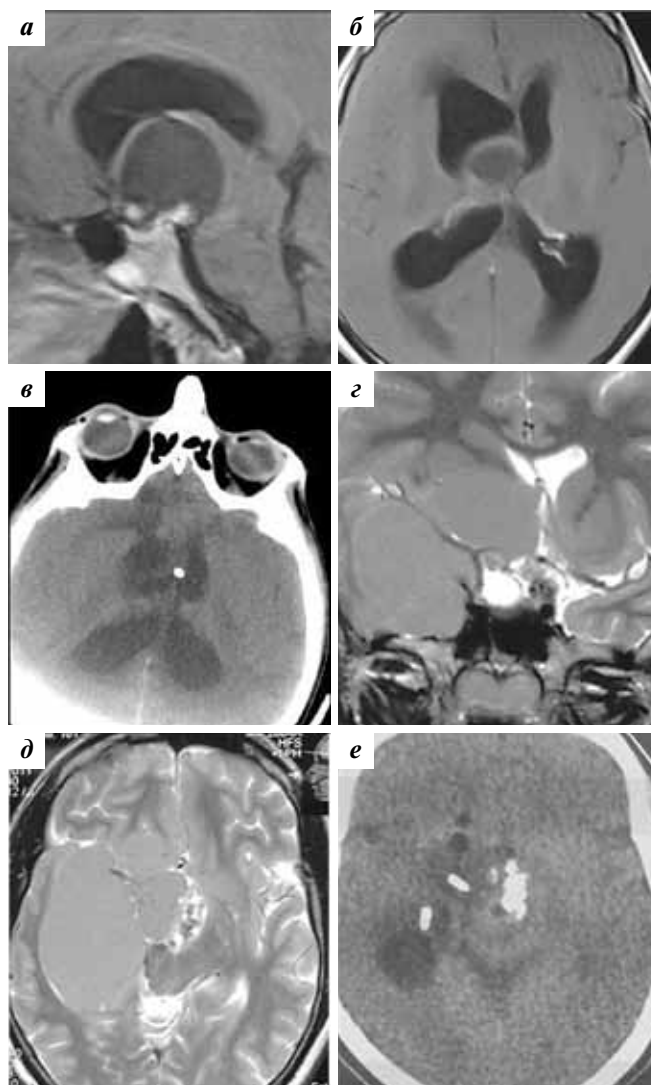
Примеры установки системы Оммайя в кисты краниофарингиомы: а, б – примеры солидной кисты, вызвавшей окклюзионную гидроцефалию; в – компьютерно-томографический (КТ) контроль после установки системы Оммайя и аспирации кисты; г, д – гигантская двухкамерная кистозная краниофарингиома; е – КТ-контроль после установки 2 систем Оммайя и аспирации обеих кист
